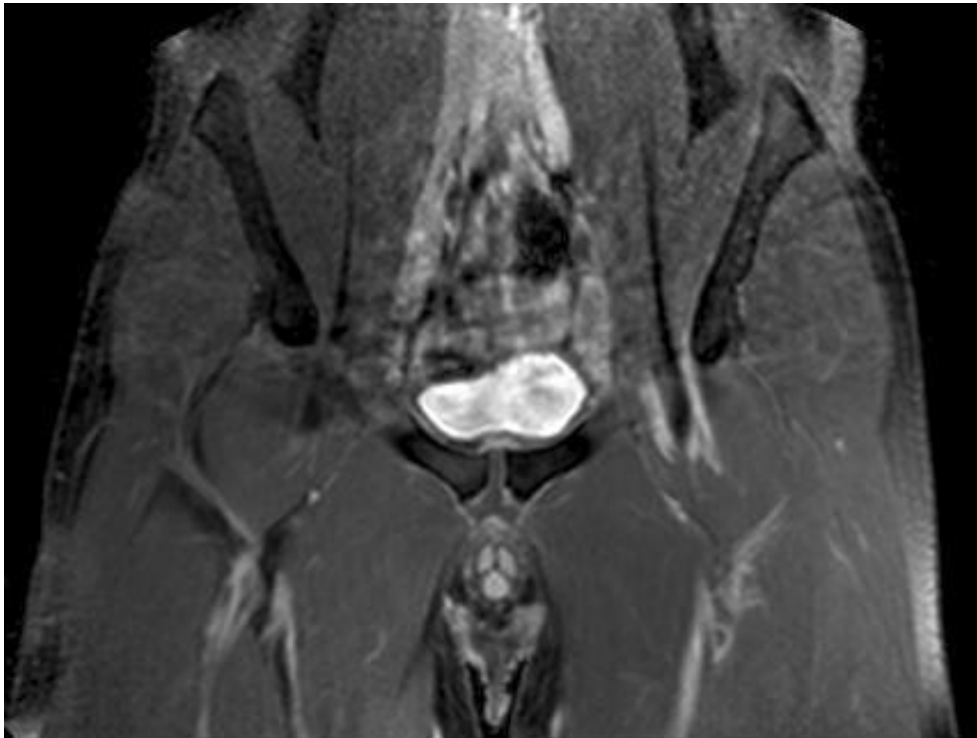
IRM pelvienne en coupe coronale pondérée en séquence T1 Spir Gado : Hypersignal de la jonction myotendineuse du muscle iliopsoas.
